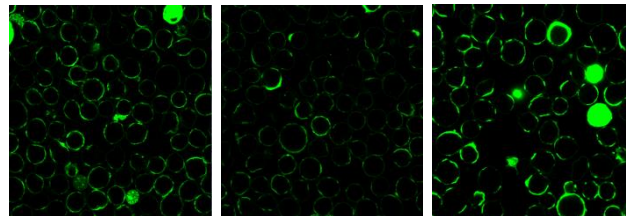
架橋剤の分子量による影響 (Day 0、左から 40 kDa、20 kDa、10 kDa、beta-TC-6 細胞)
